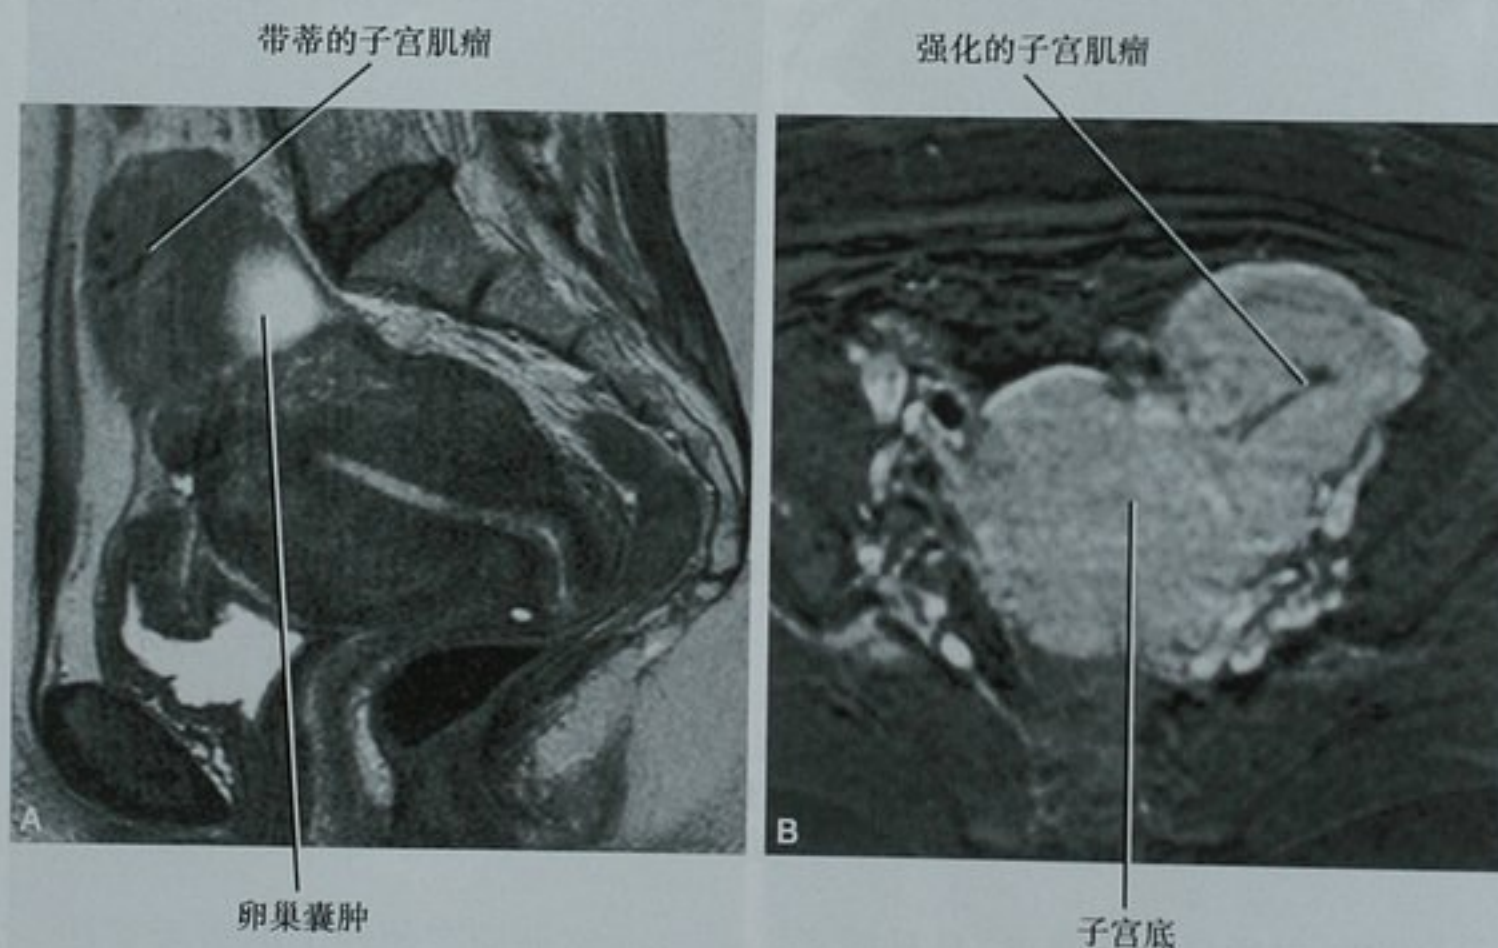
子宫肌瘤的 MRI 图像。A. 矢状面 T2 加权图像显示子宫底的一外生性肿块,其信号强度近似子宫肌层。局限性的高信号是邻近的卵巢囊肿。B. 横断面 T1 加权增强图像显示肿块弥漫性的强化。该肿块被切除并证实是良性的平滑肌瘤
